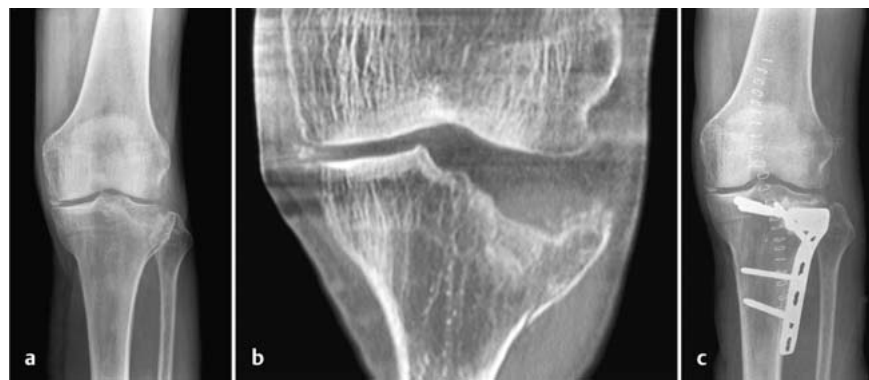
bis c a Präoperatives Röntgenbild: Spaltimppressionsbruch des Tibiakopfs. b Präoperatives CT: Impression der Gelenkfläche. c Postoperatives Röntgenbild: Stabilisierung mit Zugschrauben und Abstützplatte.
